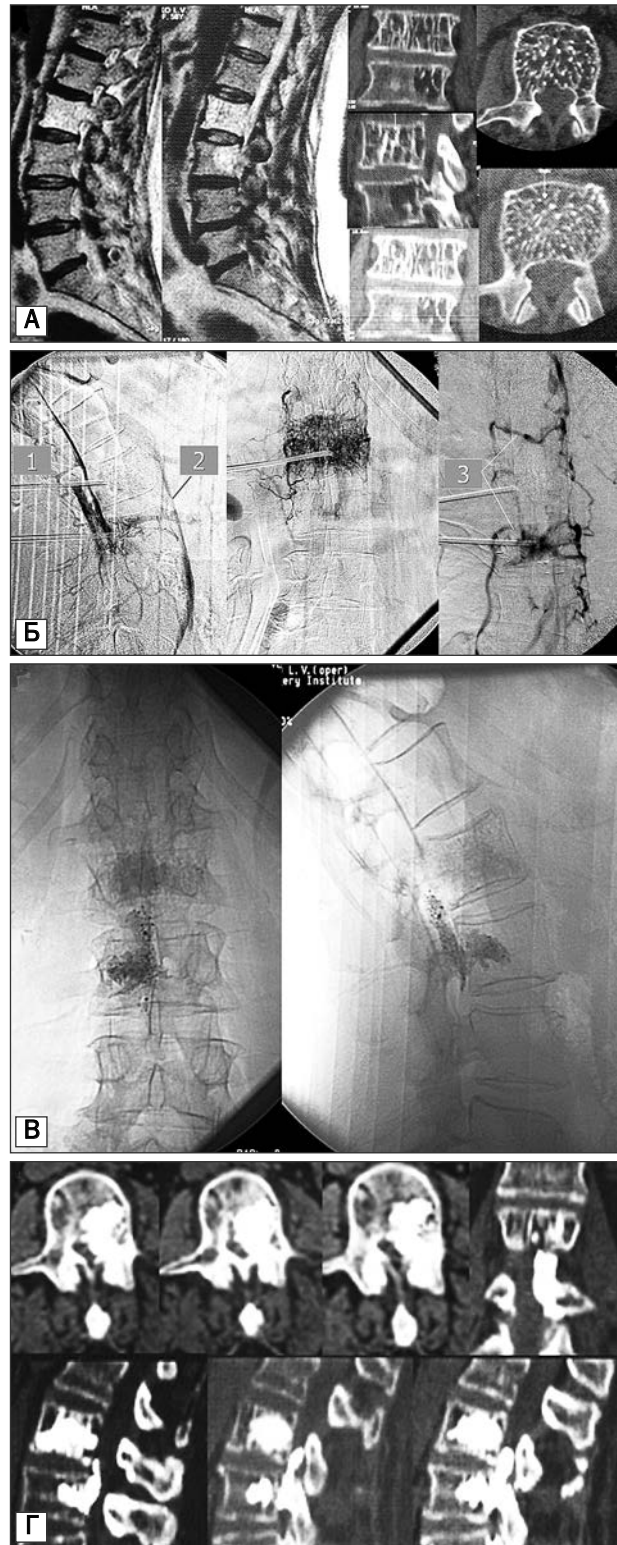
Гемангиомы тел L_2 и L_3 позвонков: А — КТ и МРТ; Б — интраоперационная веноспондилография. Поэтапный двунаправленный дренаж из тела позвонка: 1 — контраст в эпидуральных венах; 2 — дренаж в нижнюю полую вену; 3 — межпозвоночные вены; В — интраоперационный снимок во время вертебропластики, виден выход цемента эпидурально; Г — КТ после операции. Выход костного цемента эпидурально вентролатерально слева
